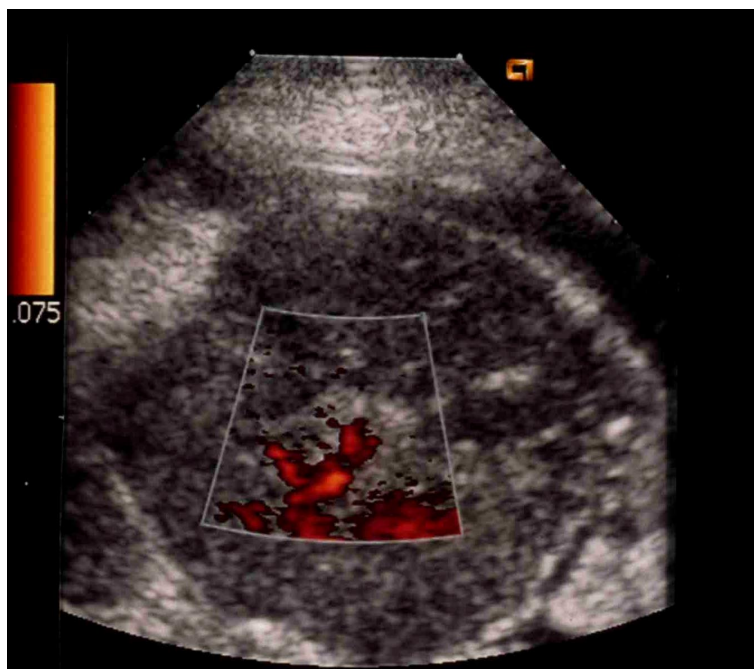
Power-Doppler: Minimale Flußsignale im äußersten Randbereich der Läsion.
